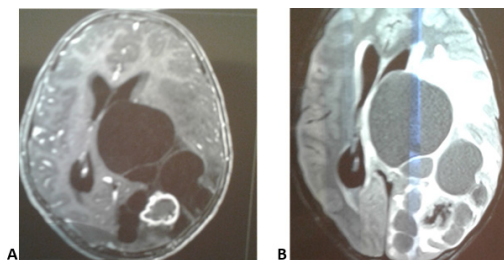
(A/B) IRM cérébrale en coupe axiale en T1 et Flair, montrant des hyposignaux énormes, arrondis pariéto-occipital avec effet de masse sur la ligne médiane et le ventricule ipsilatéral et présence d'une forme calcifiée en occipital gauche.
